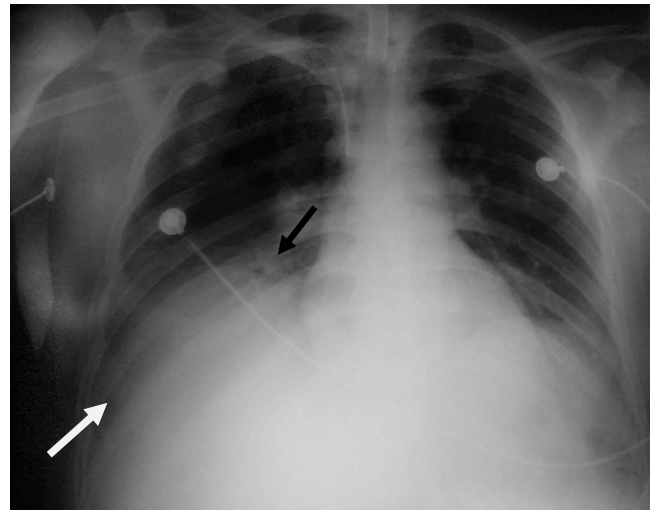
La radiografía PA de tórax, muestra un infiltrado basal derecho (flecha blanca) y atelectasia paracardiaca derecha (flecha negra).
